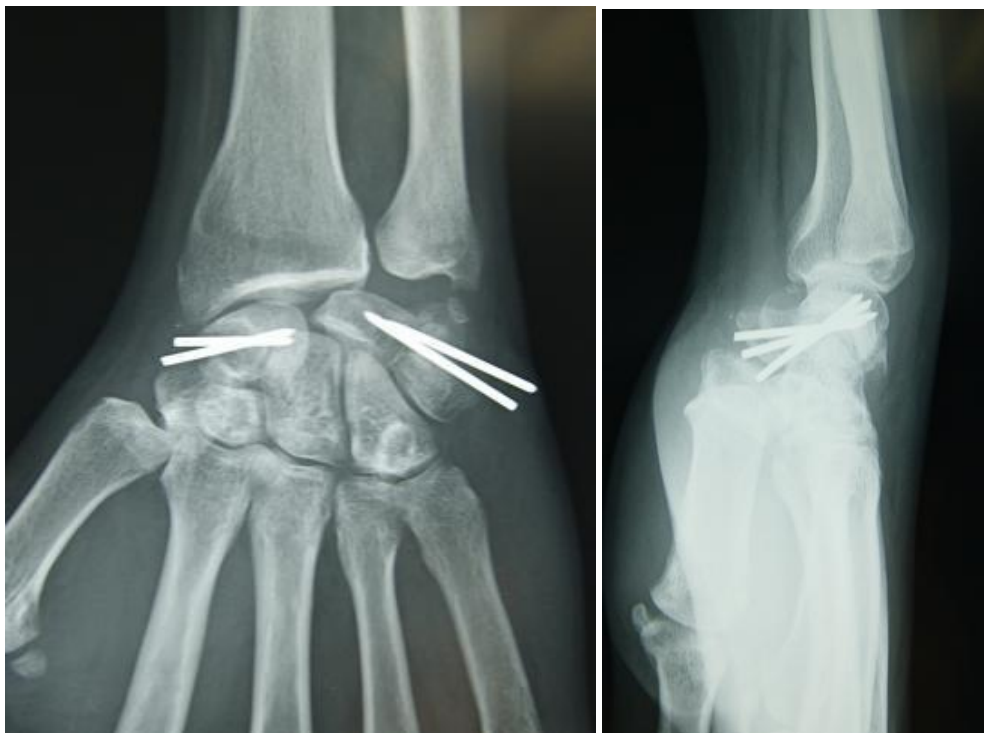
Radiographie face et profil de contrôle à 60 jours
